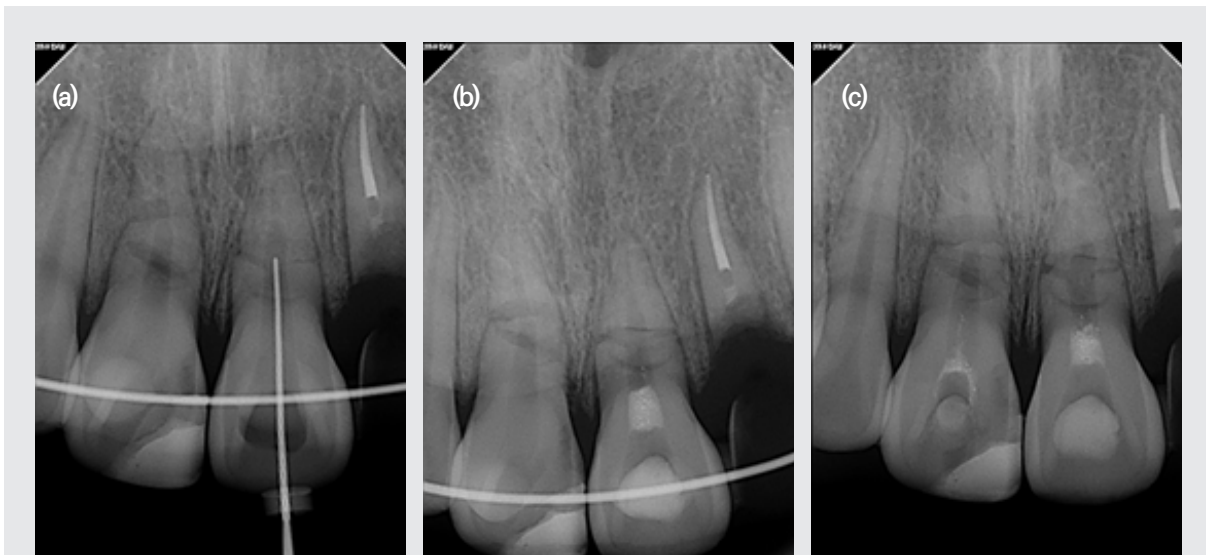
(a) The radiograph of Initial Access File on left maxillary central incisor; (b) The Radiograph of calcipe dressing on left maxillary central incisor; (c) The Radiograph of calcipe dressing on right maxillary central incisor.
